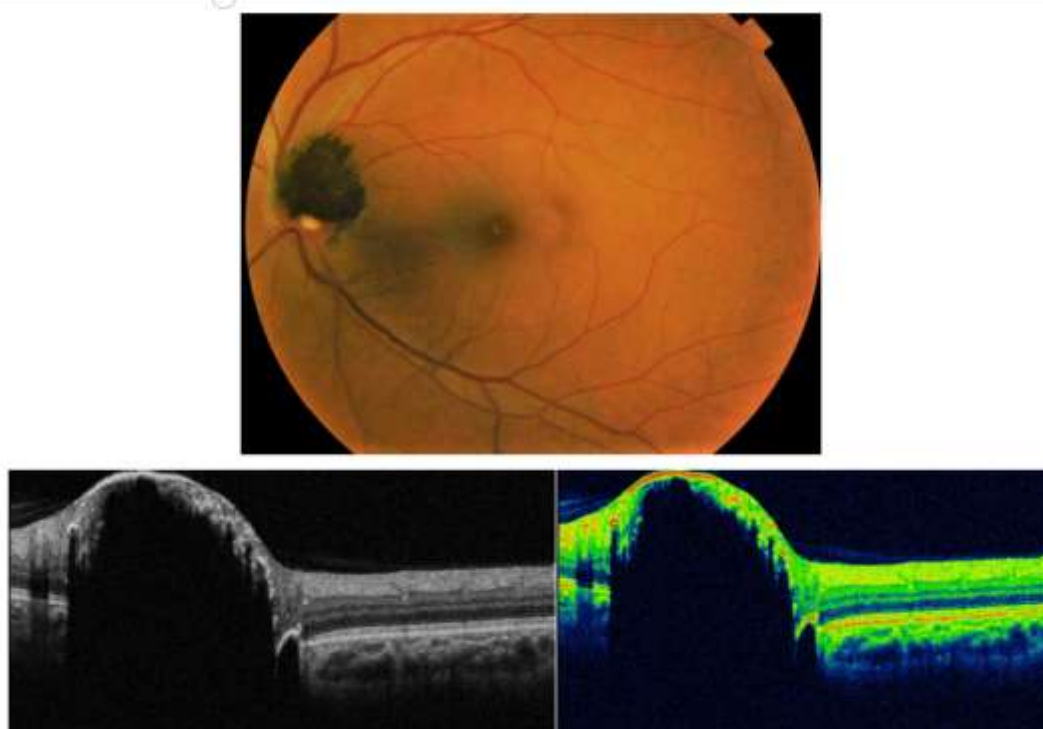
aspect du mélanocytome papillaire à la rétino-graphie et à la tomographie à cohérence optique : lésion en dôme avec hyper réflectivité dans la zone du mélanocytome et un cône d'ombre postérieur
